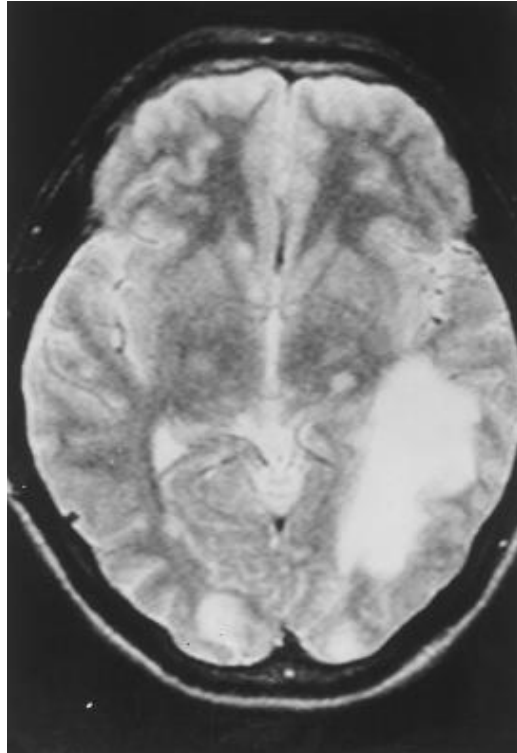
IRM du cerveau d'un patient atteint d'une méningo-encéphalite liée à *Balamuthia mandrillaris*. L'image montre une large région atteinte dans le lobe pariéto-occipital gauche et plusieurs petites lésions rondes dispersées à travers le lobe occipital droit et les ganglions basaux bilatérales (DENNEY, et al., 1997).
